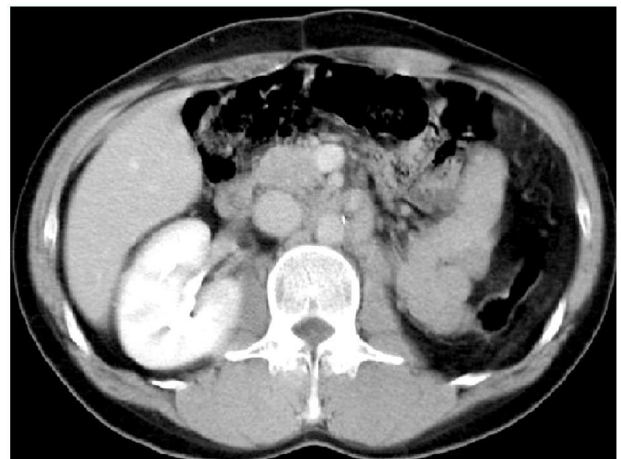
Eight months after the operation, the computed tomography scan shows about 1cm sized nodular lesion in the left side celiac root, suggesting a reactive lymph node.
